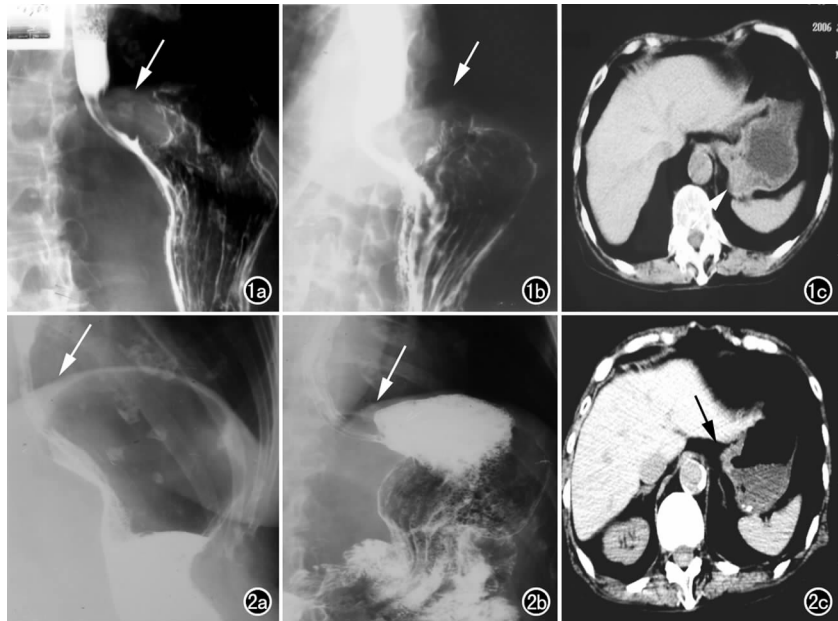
钡餐示胃底一软组织肿块, 食道下端明显受压(箭)。a) 正位; b) 侧位; c) CT 示胃底组织非对称性增厚, 向腔内生长, 最厚处约 20mm, 表面不光滑(箭)。
